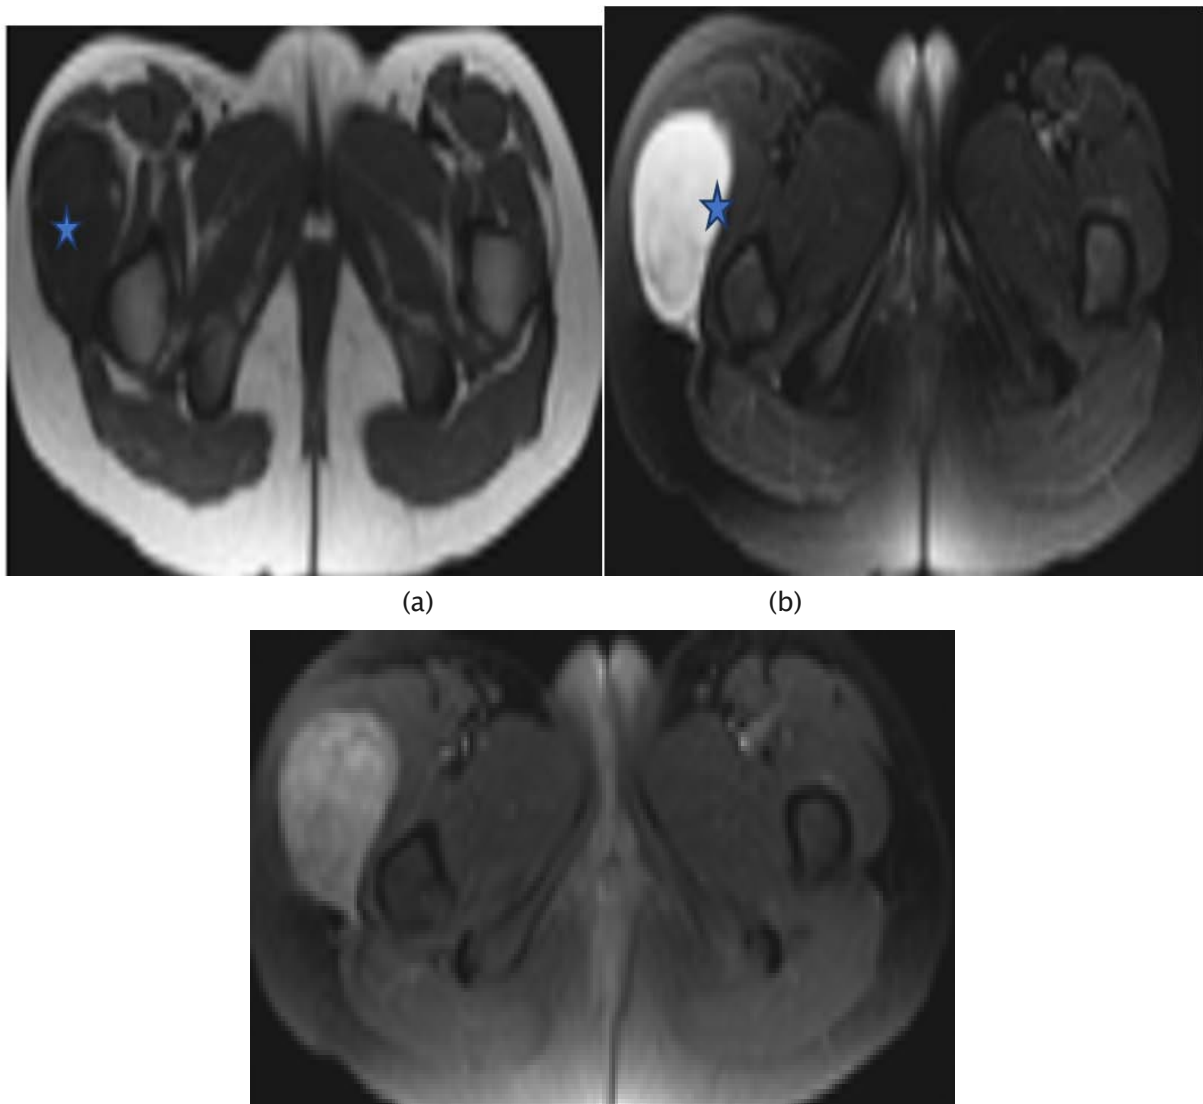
Liposarcome myxoïde chez une fillette de 5 ans qui présentait une masse à la cuisse droite (étoile). (a) L'IRM axiale pondérée T1 montre une masse hypointense, aucune intensité de signal élevée suggérant la présence de graisse n'est identifiée à l'intérieur de la masse. (b) Sur une IRM T2 pondérée en fonction de la graisse axiale, la masse est principalement hyperintense avec des zones centrales hypointense. (c) L'IRM pondérée T1 avec suppression des graisses augmentée de gadolinium axial montre la masse avec un rehaussement hétérogène. (45)
